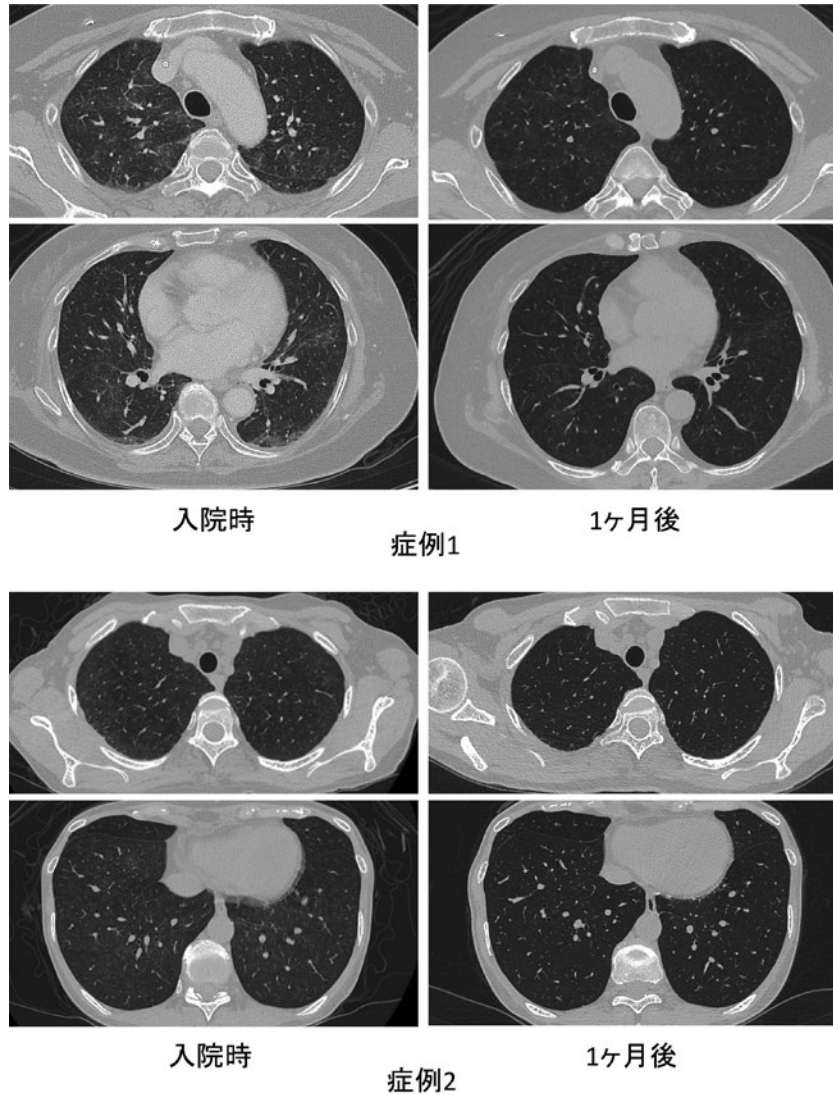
入院時・1ヶ月後の胸部CT所見。(上)症例1. 両側上葉優位の斑状のすりガラス影と、小葉間隔壁の肥厚を認めた(非心原性肺水腫型)。(下)症例2. 両肺にびまん性に小葉中心性の淡いすりガラス様結節陰影を認めた(過敏性肺炎類似型)。1ヶ月後には、いずれの症例も休薬のみで陰影は改善、消失した。
